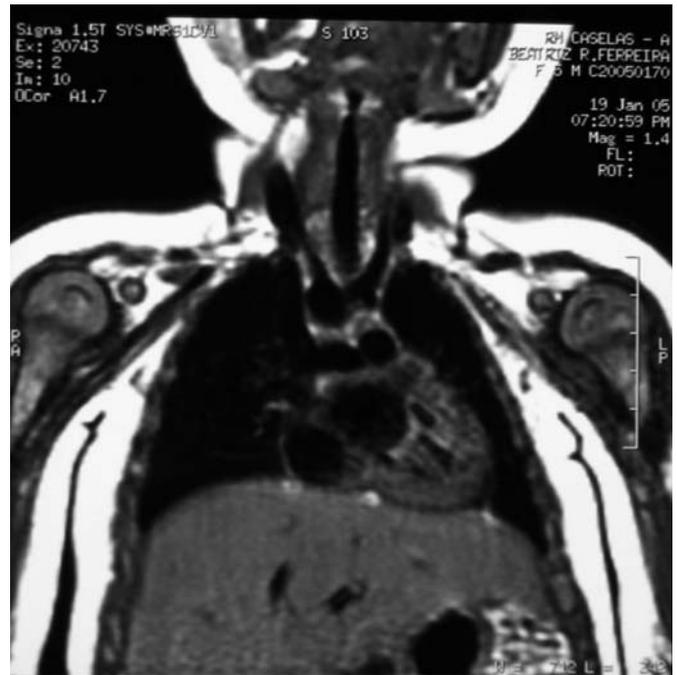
Imagem de duplo arco aórtico em corte coronal de RM do mediastino (2º caso).
